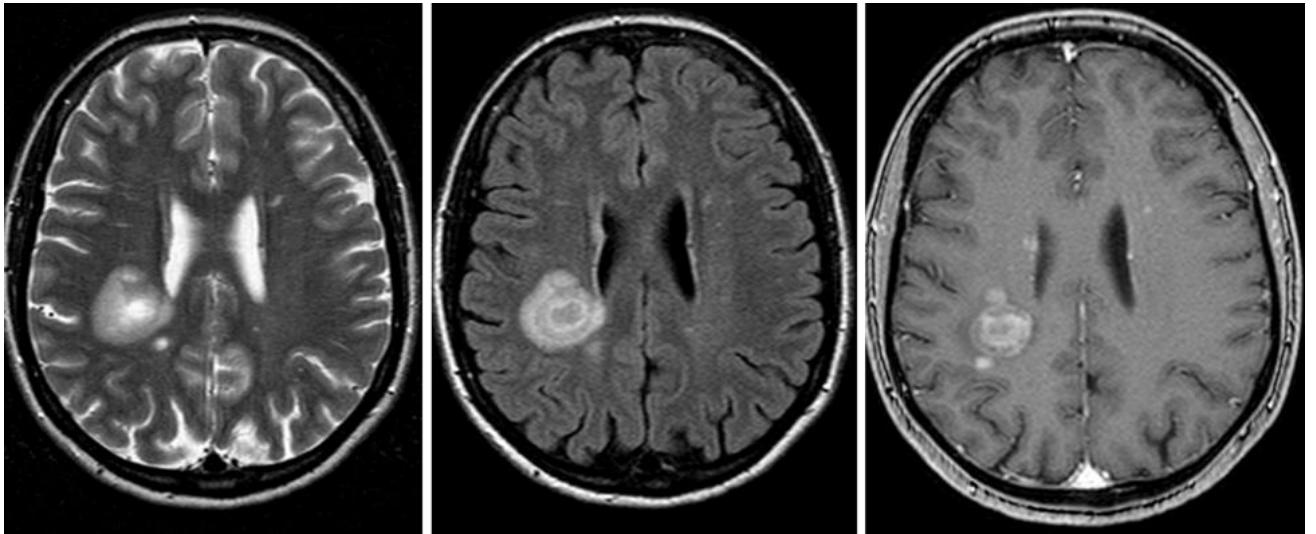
№3. МРТ-паттерн поражения головного мозга – Концентрический склероз Бало. Слева направо: T2, T2FLAIR, T1 с КУ
